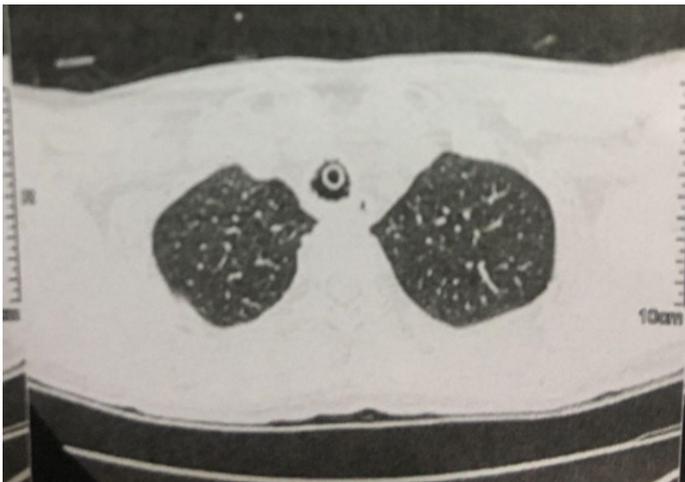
Diâmetro normal da traqueia visto pela tomografia
